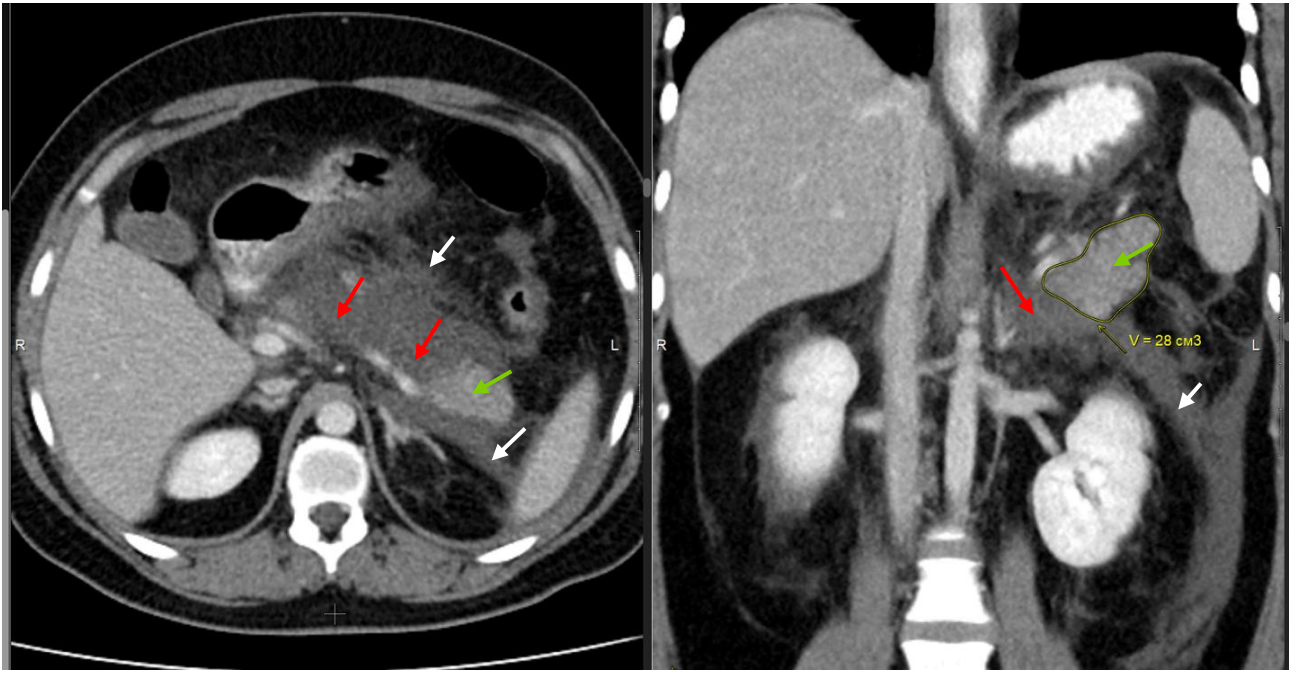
Компьютерная томограмма на 10 сутки болезни. Венозная фаза, аксиальная (а) и фронтальная проекции (б). 1 тип конфигурации некроза с полным поперечным некрозом паренхимы ПЖ в области шейки ПЖ (красные стрелки), жизнеспособная паренхима, расположенная в области головки, тела и хвоста ПЖ (зеленые стрелки), локальный парапанкреатит (белая стрелка). Сохранный ППЖ в области некроза (желтая стрелка)
